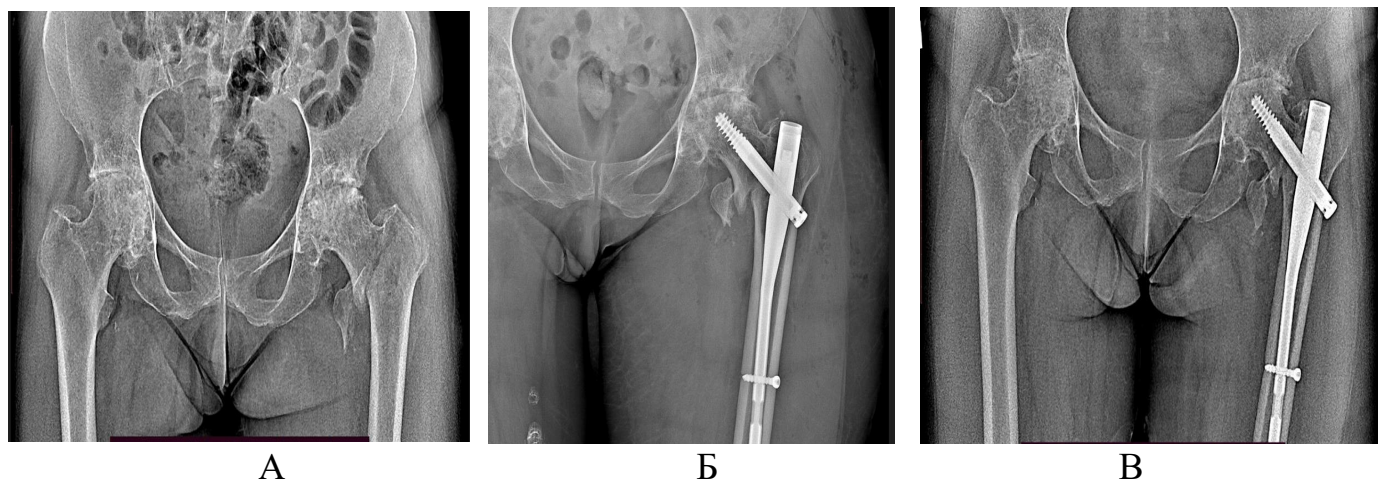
Рентгенограммы тазобедренных суставов пациентки А. 63 лет, где А – при поступлении в клинику, Б – после остеосинтеза; В – через 6 месяцев после остеосинтеза.
